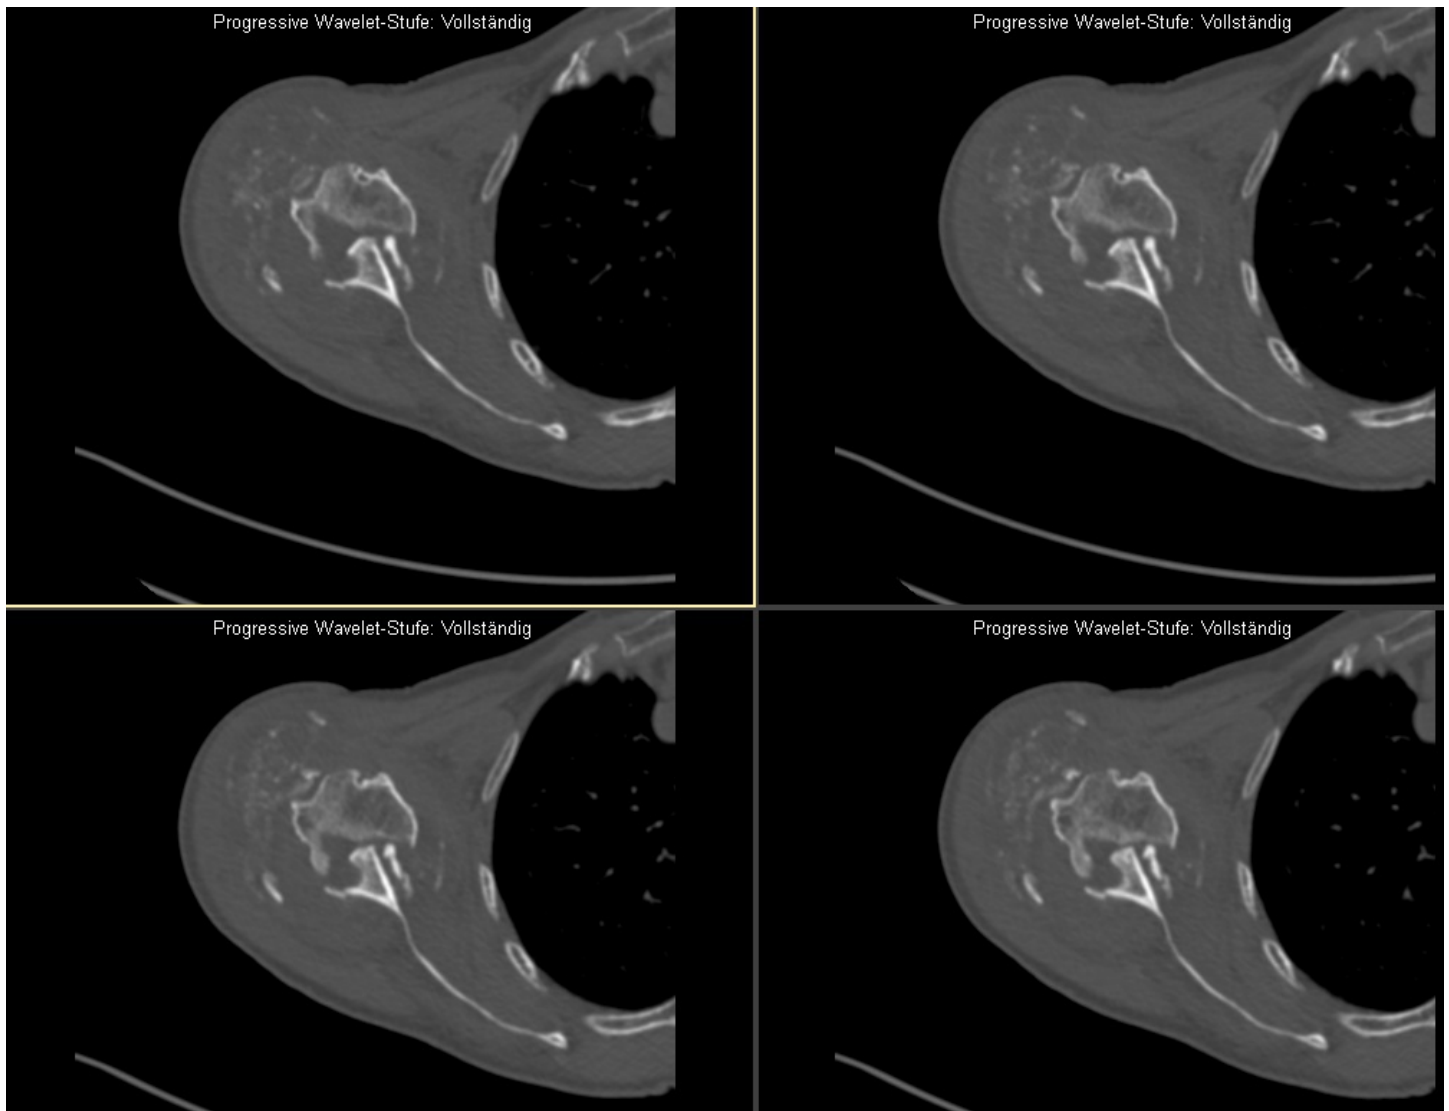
Coronare Schnittebene der CT-Bildgebung mit ausgeprägter dorsokaudaler Glenoid-Destruktion bei chronisch verhakter Schulterluxation
